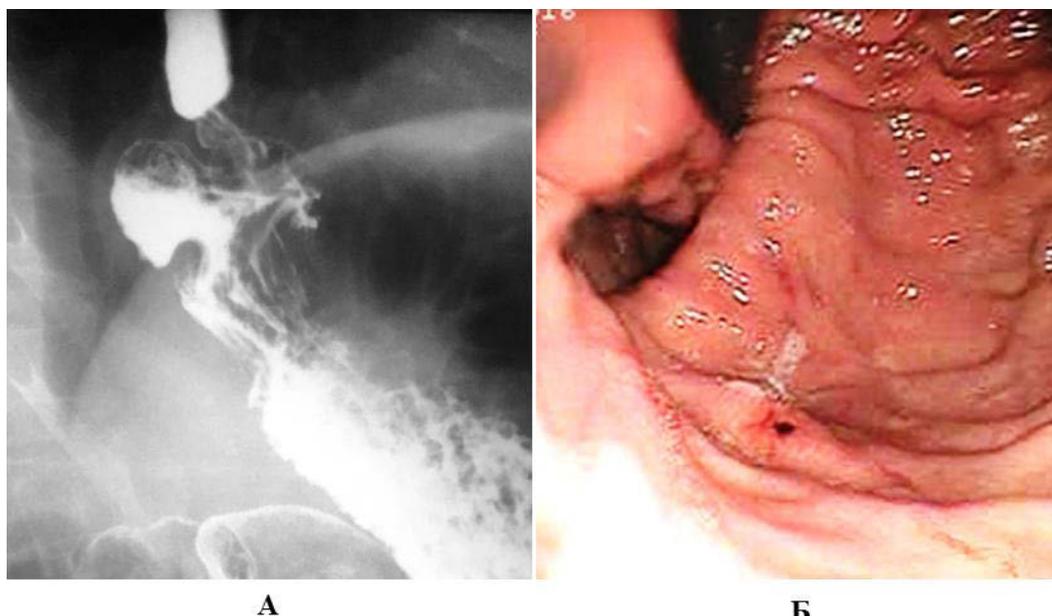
Инструментальное исследования больного П. с частичным разворотом фундопликационной манжеты спустя 3 года после операции: А – рентгенограмма; Б – эзофагогастродуоденоскопия.
